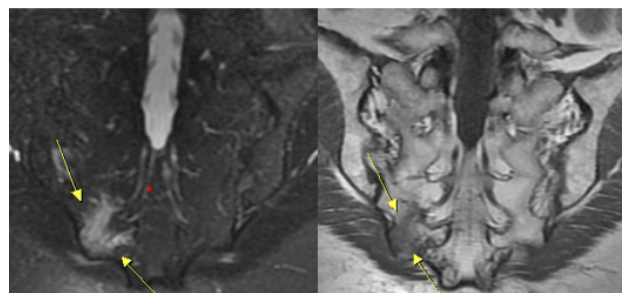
Oblique coronal T2-weighted fat suppression magnetic resonance imaging on left side image. Oblique coronal T1-weighted magnetic resonance imaging on right side image. High signal of right sacral ala in left, low signal of right sacral ala in right image (February 18, 2022).
